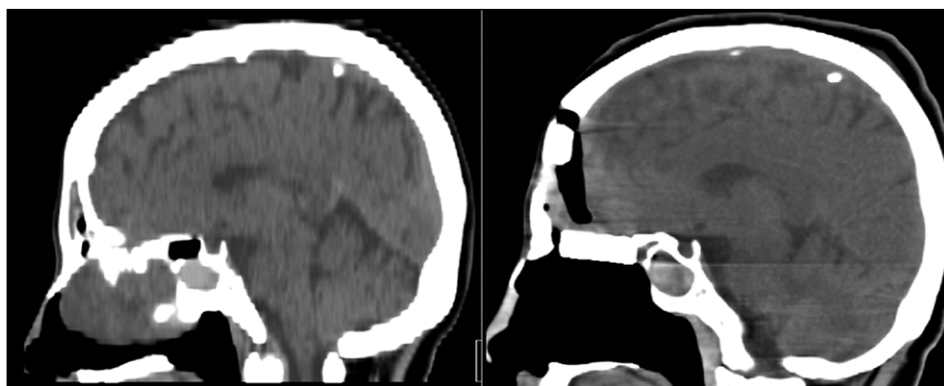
Tomografía computarizada en la que se observa la reconstrucción de la base craneal con fragmento de hidroxipatita en el plano sagital. A: Imagen preoperatorias; B: Imagen postoperatoria.
